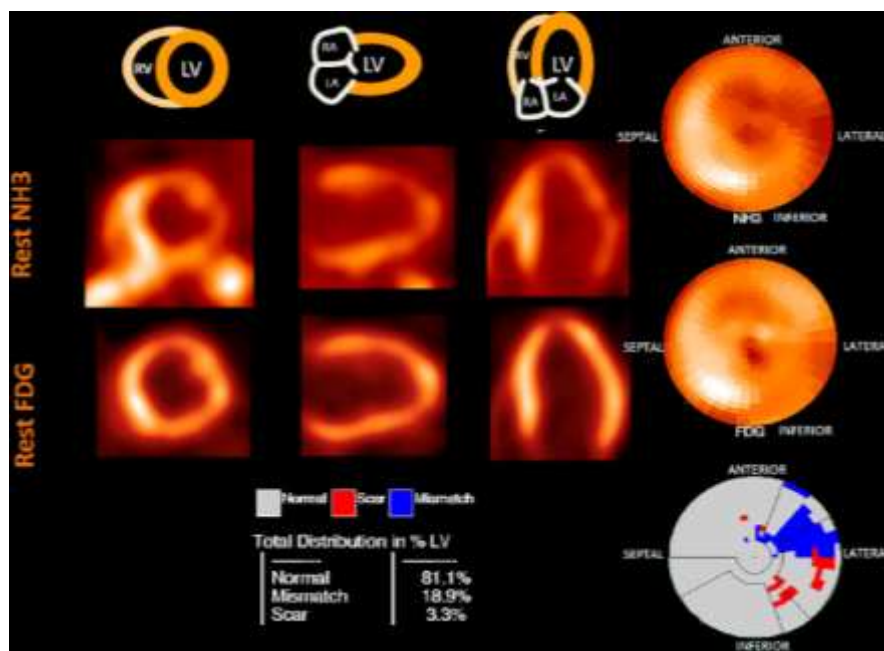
ПЭТ пациента с ИКМП. Определяются изменения накопления радиофармпрепарата в области передней стенки ЛЖ.
